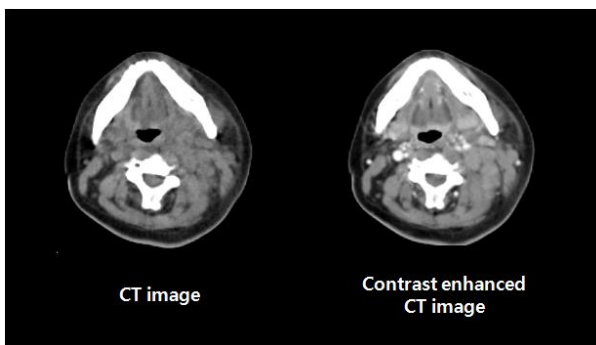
Represent of CT and contrast enhanced CT image
